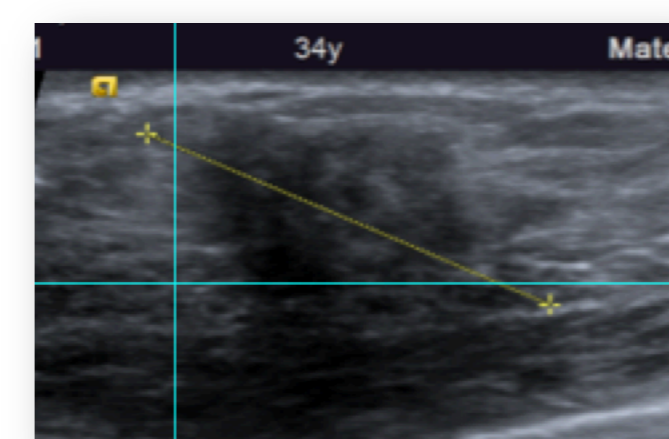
Ecografia mamária com nódulo mamário irregular com forte atenuação posterior medindo 29mm.
